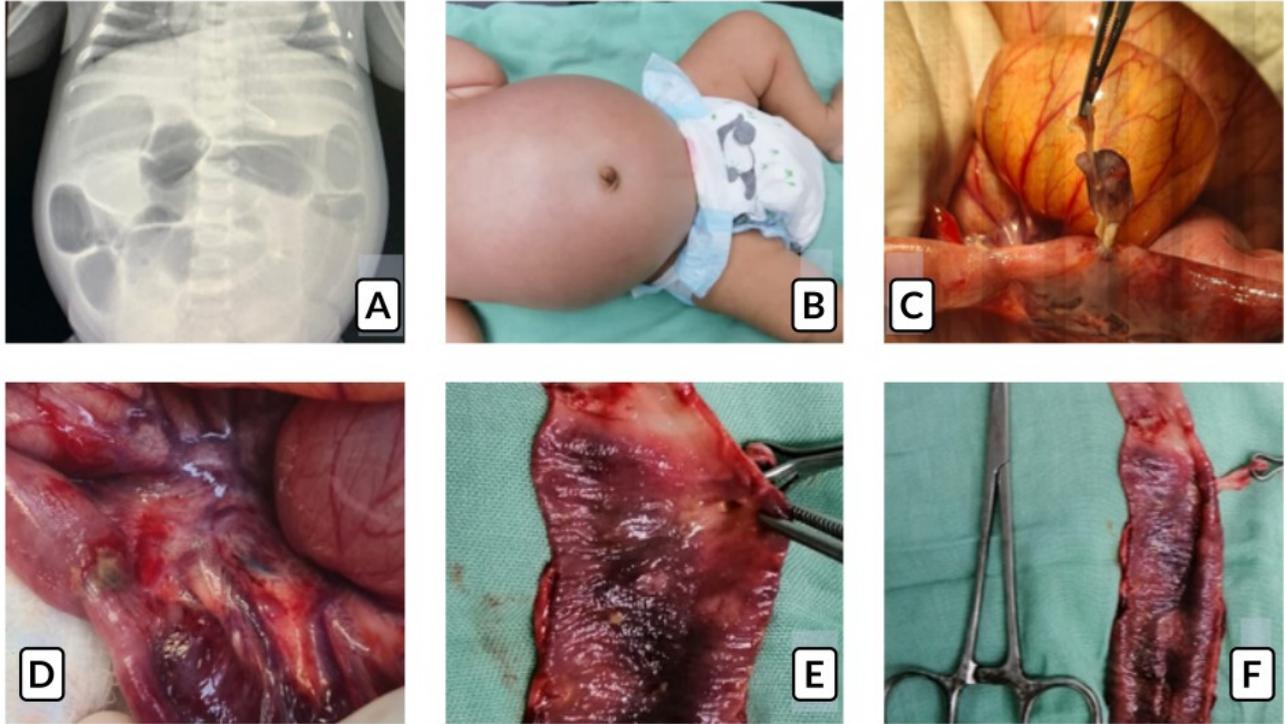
divertículo de Meckel perforado. *A: radiografía de abdomen simple con patrón obstructivo. B: distensión abdominal marcada. C: divertículo de Meckel perforado. D: banda mesodiverticular que provoca obstrucción. E y F: mucosa intestinal con divertículo de Meckel verdadero.*
